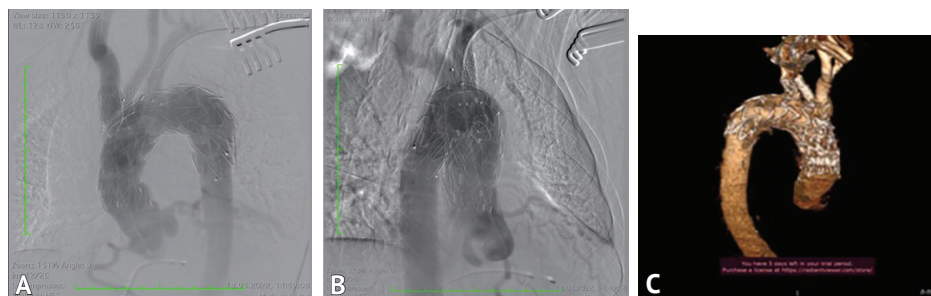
А, В — ангиограмма после этапа эндопротезирования восходящей части и дуги аорты фенестрированным графтом под брахиоцефальные артерии с комбинированной техникой фенестрации “in-situ and outside on a table”; С — КТ-ангиография после этапа эндопротезирования восходящей части и дуги аорты фенестрированным графтом под брахиоцефальные артерии с комбинированной техникой фенестрации “in-situ and outside on a table”
